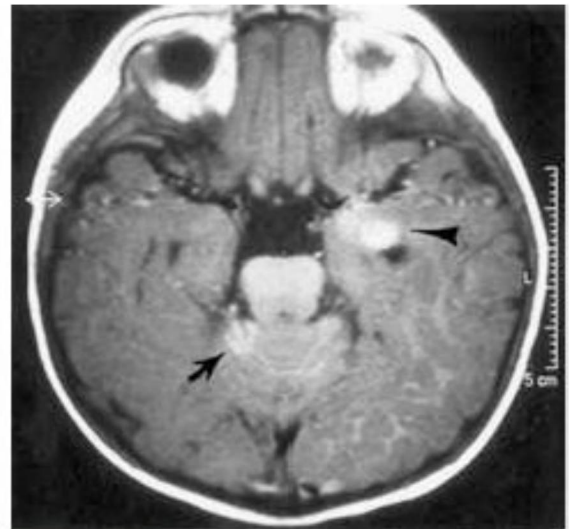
Imagen de RM craneal potenciada en T1 que muestra melanosis leptomeningea en el cerebelo (flecha) y melanosis focal o melanoma en el lóbulo temporal (punta de flecha).
